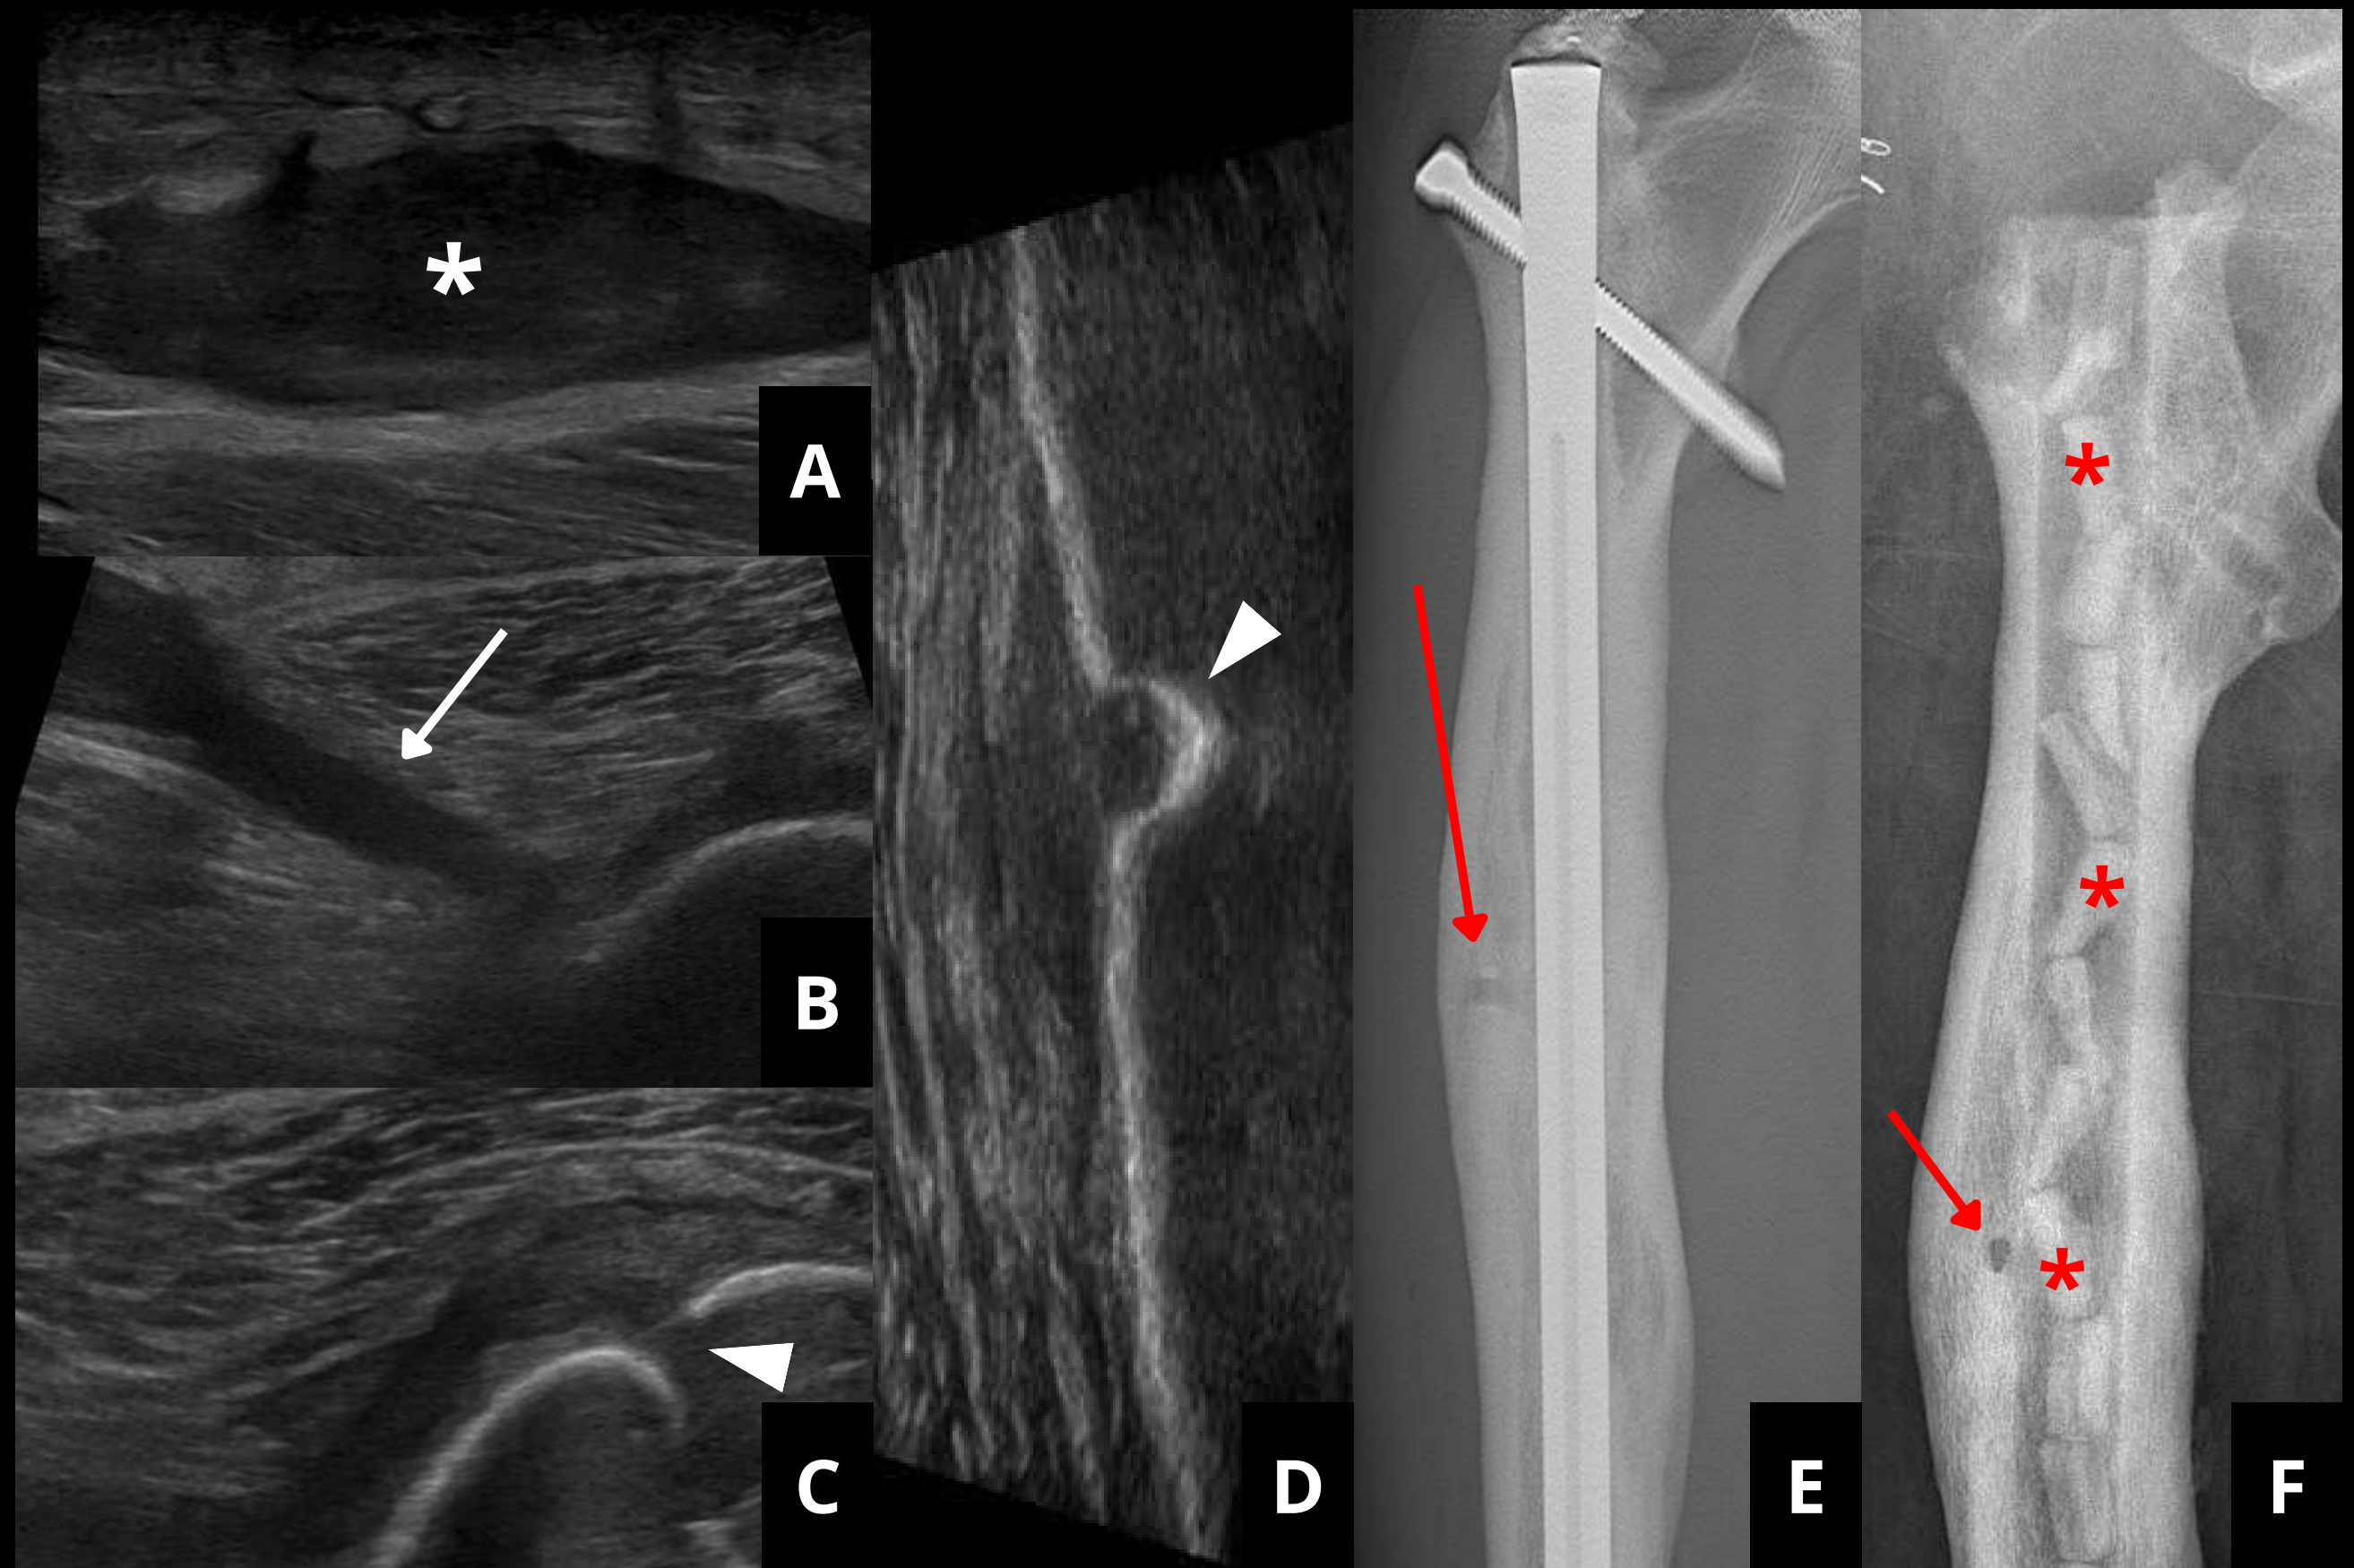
Ecografía de tejidos blandos (A, B, C y D), tomosíntesis (E) y radiografía simple (F) del fémur derecho, proyección AP. Se observa una colección (asterisco blanco) superficial al músculo, con un tracto (flecha blanca) conectado a la corteza femoral (cabezas de flecha blancas). La tomosíntesis demuestra un tracto fistuloso conectado con la cavidad medular ósea (flechas rojas). Se administró antibioterapia intramedular para tratar la osteomielitis crónica subyacente (asteriscos rojos).
